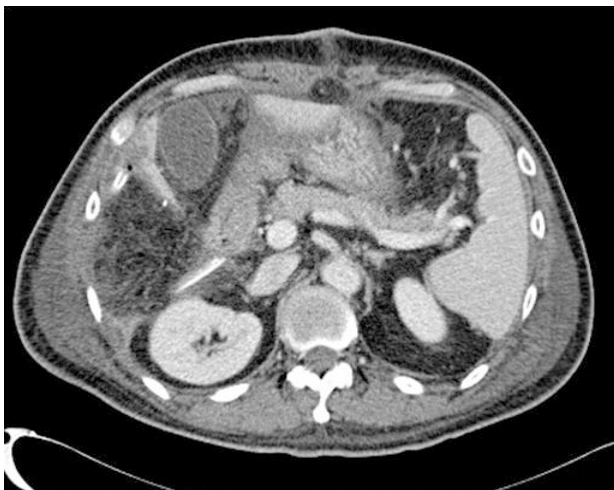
CT shows complete resolution of the liver abscess and communication with colon after the operation.
